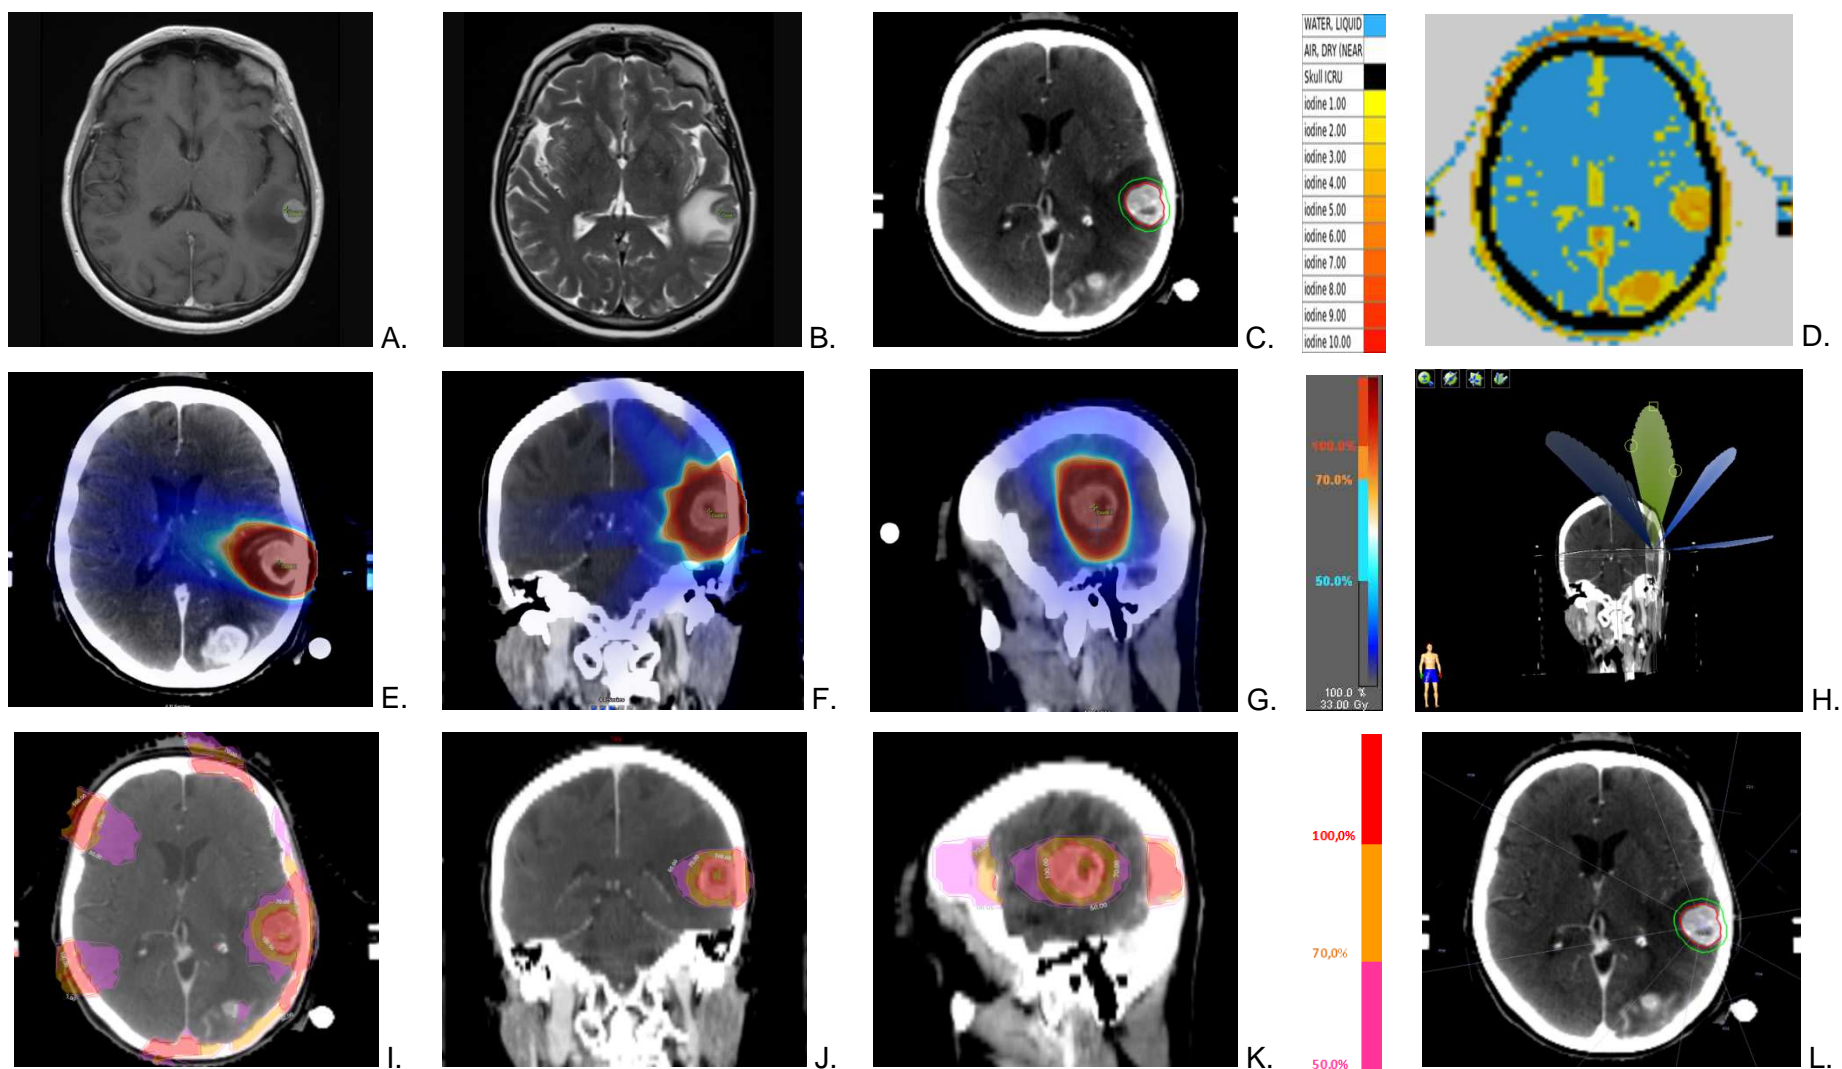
Radio-anatomie de la métastase cérébrale de la patiente n°3 (A. IRM T1 avec gadolinium, B. IRM T2, C. TDM dosimétrique après inj. de PdCl et D. évaluation de la perfusion tumorale). Dosimétrie pour la STEREO (E. F. G.) et la SSRT/PdCl (I. J. K.). Balistique du traitement STEREO (H.) et SSRT/PdCl (L.)
